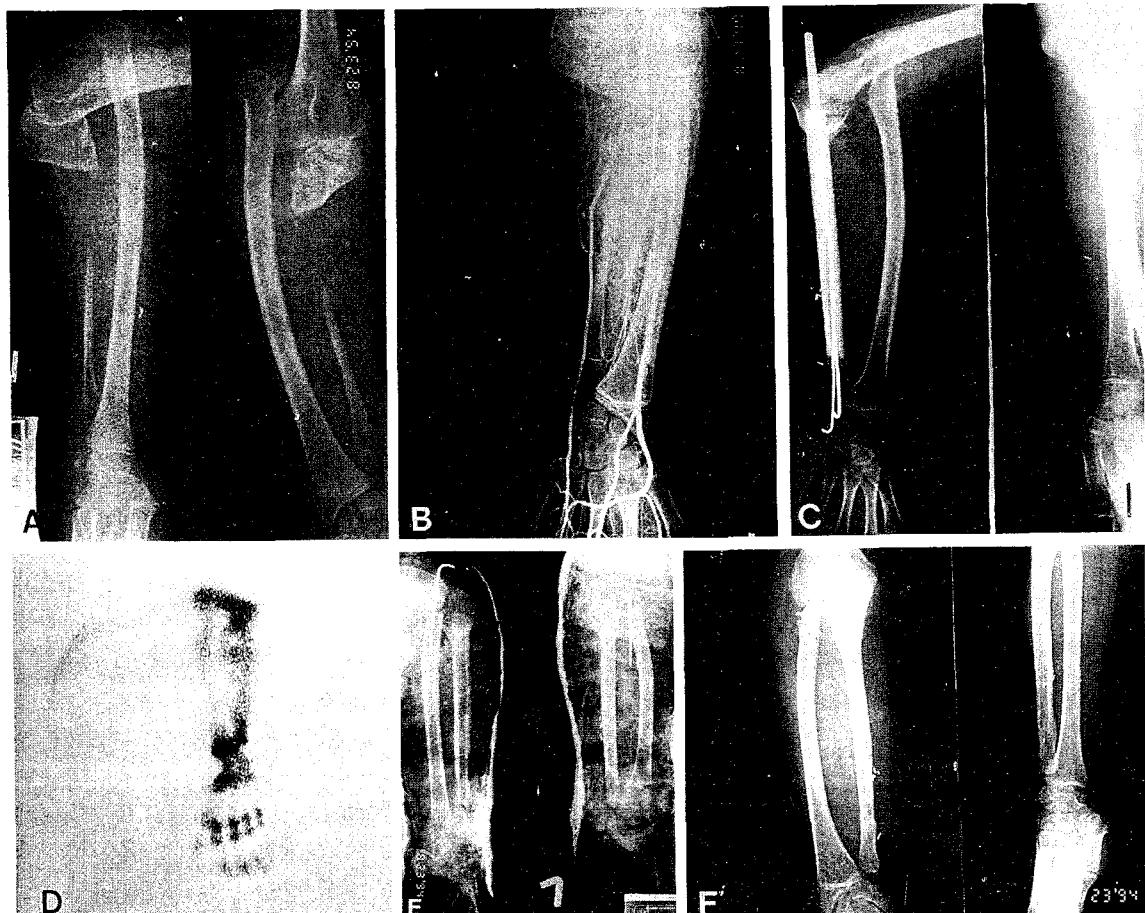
The X-ray findings show bony defect of ulna.
